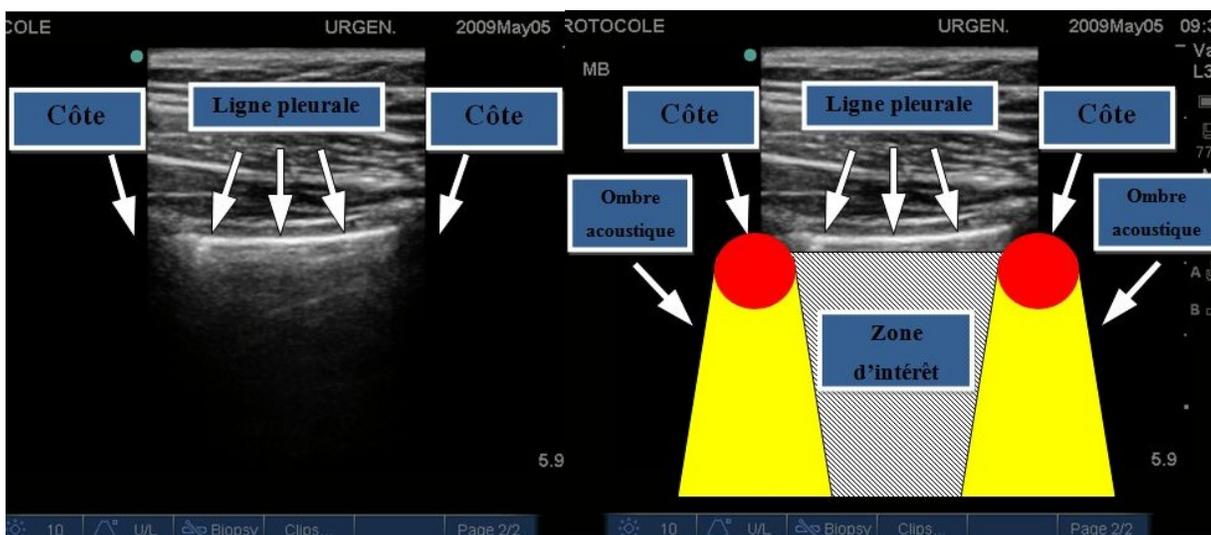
Ligne pleurale, cônes d'ombre acoustique et zone d'intérêt dans le champ échographique
